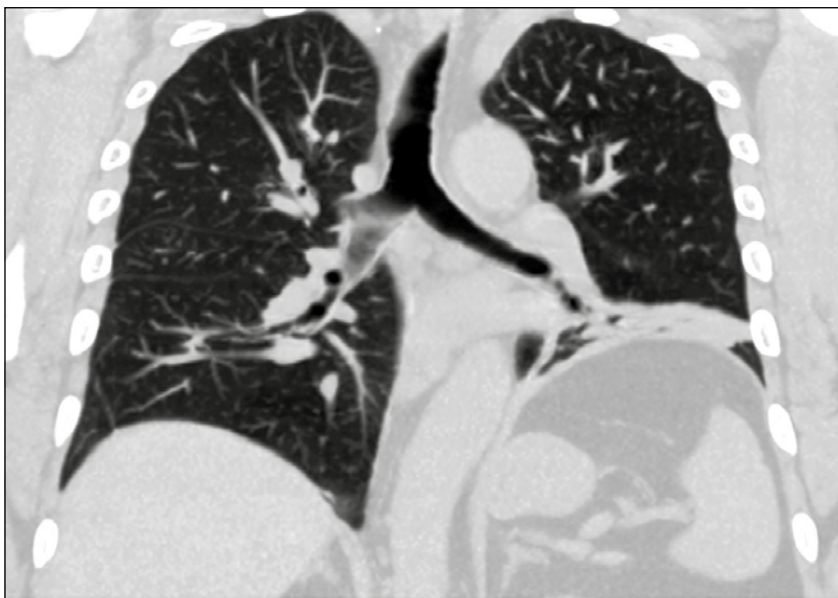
Компьютерная томография органов грудной клетки пациентки Т. (мультипланарная реконструкция, корональная проекция)
